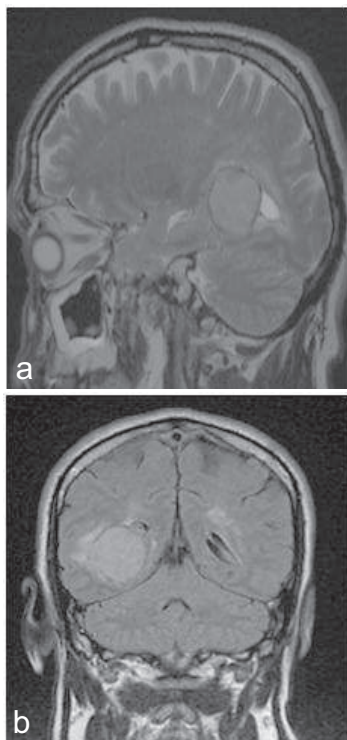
IRM cérébrale coupe sagittale (a) et coronale (b) objectivant le méningiome du ventricule latéral droit décrit dans l'image 3 comblant toute la lumière du carrefour ventriculaire.
